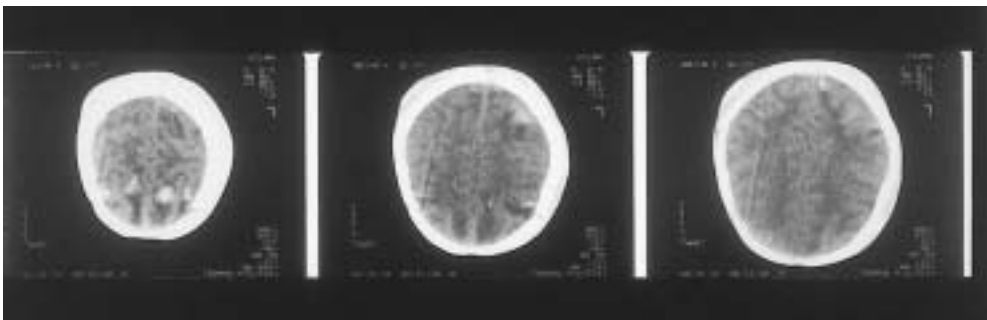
Bei der Schädel-Computertomographie des fünf Monate alten Säuglings zeigten sich Blutungsherde (jeweils die weißen Einlagerungen) im Hirngewebe.
